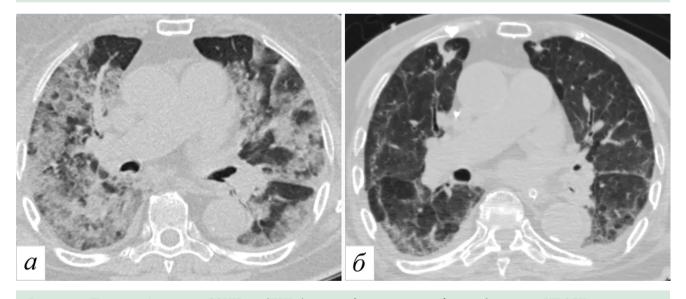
Пациент А., 88 лет. COVID-19 (ПЦР+), через год после острой фазы заболевания. КТ ОГК в аксиальной плоскости, а — исследование от 04.11.2020, б — исследование от 02.11.2021. На месте обширных уплотнений (консолидации, «матовое стекло») остаются неоднородные участки «матового стекла» низкой интенсивности с нечеткими контурами, на фоне которых представлены линейные уплотнения, в т.ч. в виде характерных дуг. Бронхоэктазы и иные участки деформации четко не видны, и изменения могут соответствовать ОП либо паттерну неспецифической интерстициальной пневмонии
